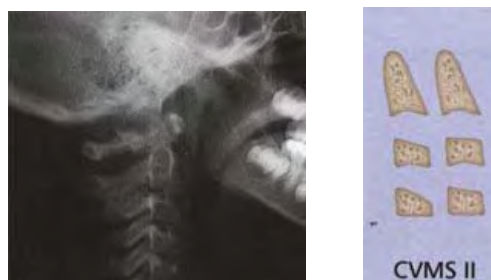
IMAGEN DEL ESTADIO II. ASPECTO
